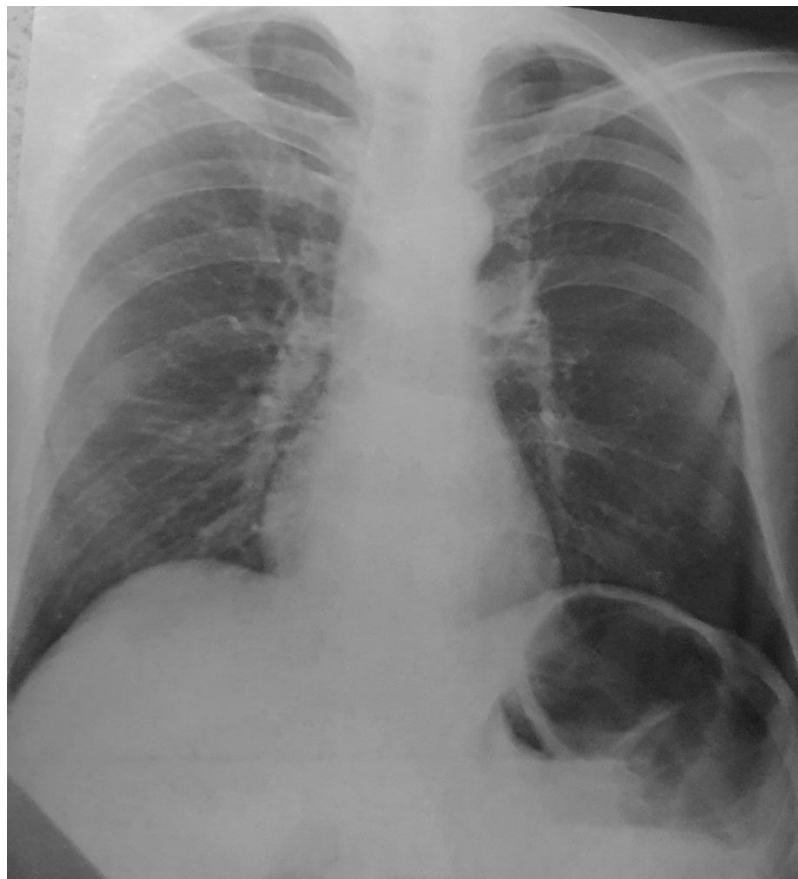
Radiographie thoracique de face d'un patient du service âgé de 15 ans présentant une cardiomégalie associée à des calcifications pleurales « HMMI »*
